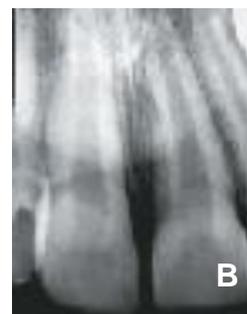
¹¹⁰: Foto intrabucal e radiografia periapical. A - Vista intrabucal após o nivelamento dentário. B - Radiografia periapical final após a realização do alinhamento e nivelamento do incisivo central superior esquerdo.
